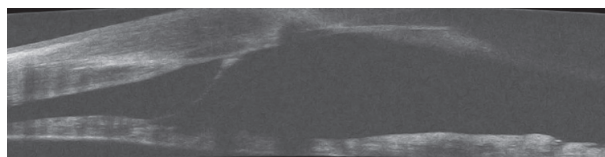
Оптическая когерентная томография переднего отрезка — видна единственная передняя синехия (исследование проводила врач С.Г. Белехова)
